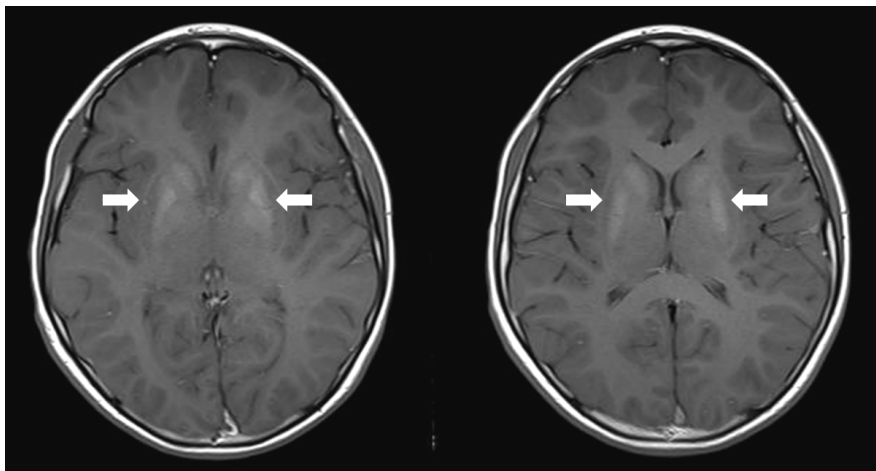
T1 weight brain MRI images are shown. Increased signal intensity of both basal ganglia (indicated as white arrow) are found which are compatible with calcification due to pseudohypoparathyroidism.
